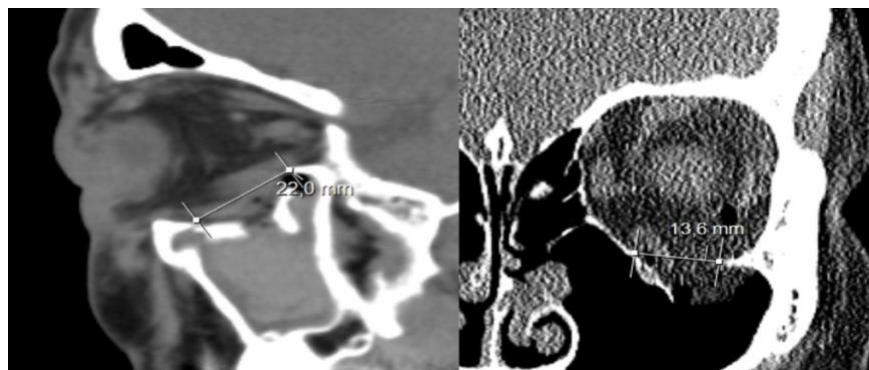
Längenmessung [Quelle: CT-Schnittbild aus dem Archiv des Klinikums Rechts der Isar]
